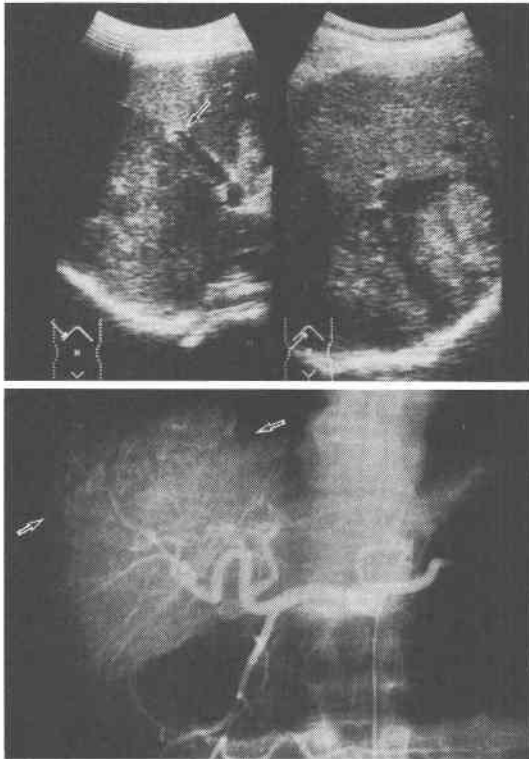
Sonogram and hepatic angiogram in case 2
